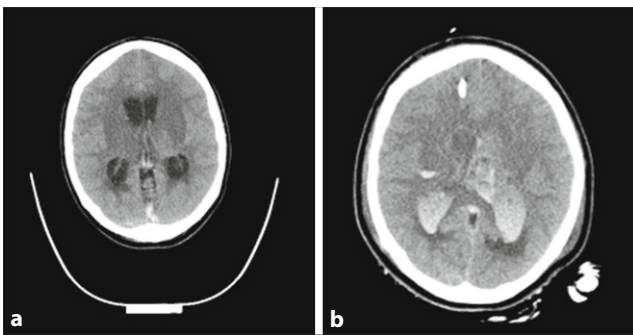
▲ a Native Computertomographie (CT; axial): progredienter Liquoraufstau und generalisiertes Hirnödeme mit Aufbrauchen der äußeren Liquorräume. Hyperintense innere Hirnvenen und Sinus rectus. b Native CT (axial): intraventriculäre Hämorrhagie und drohende Einklemmung, externe Ventrikeldrainage von rechts frontal
